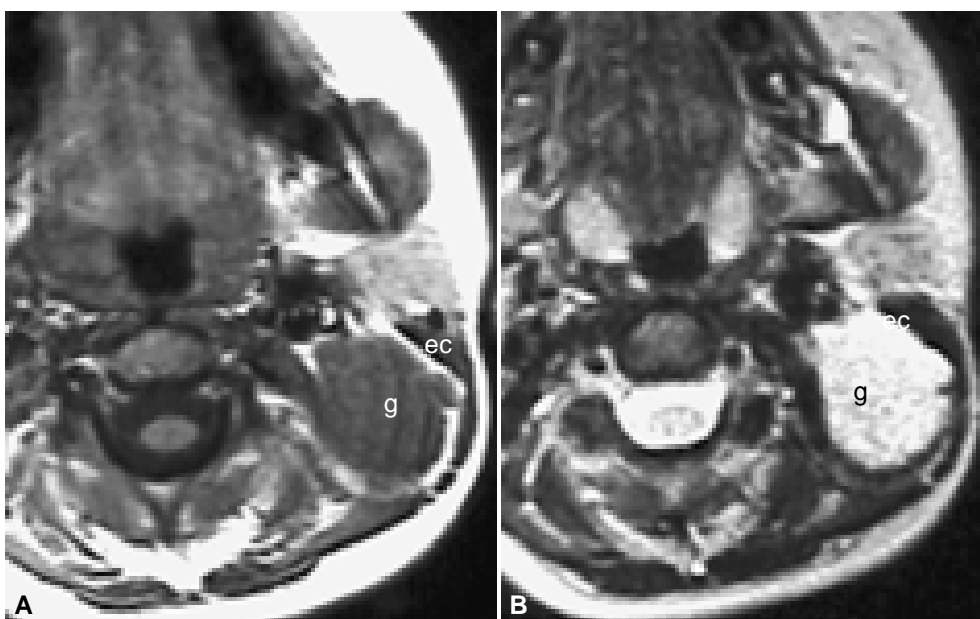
A) Ganglios homogéneos de linfoma en IRM. Ganglio inmenso nivel II izquierdo, isointenso a músculo en el T1. B) Hiperintenso al mismo en el T2. g = ganglio, ec = músculo esternocleidomastoideo.
